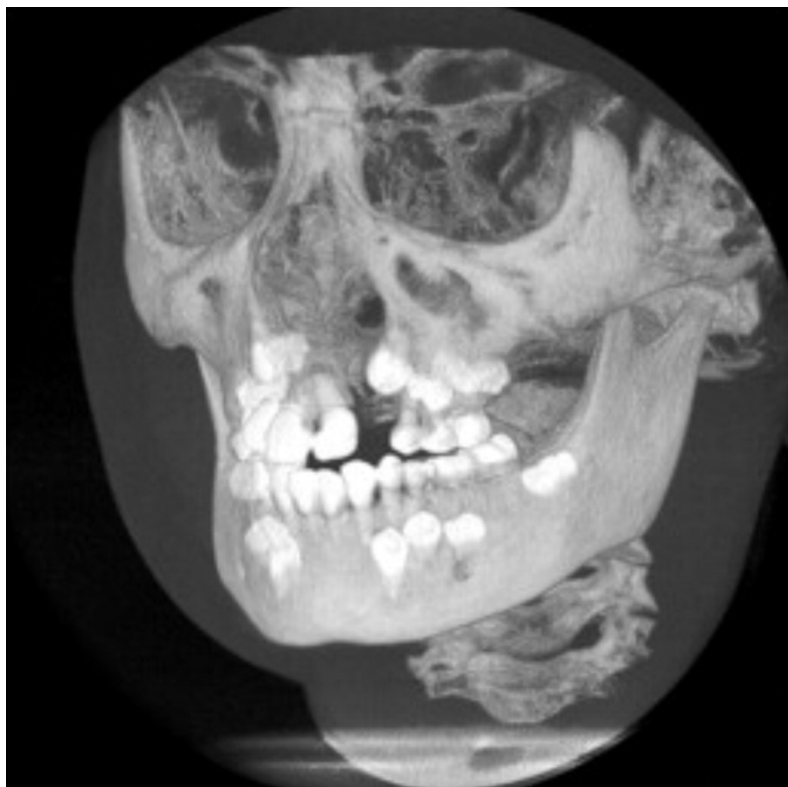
CBCT de doente portador de Fenda Unilateral (Machado, 2014)
